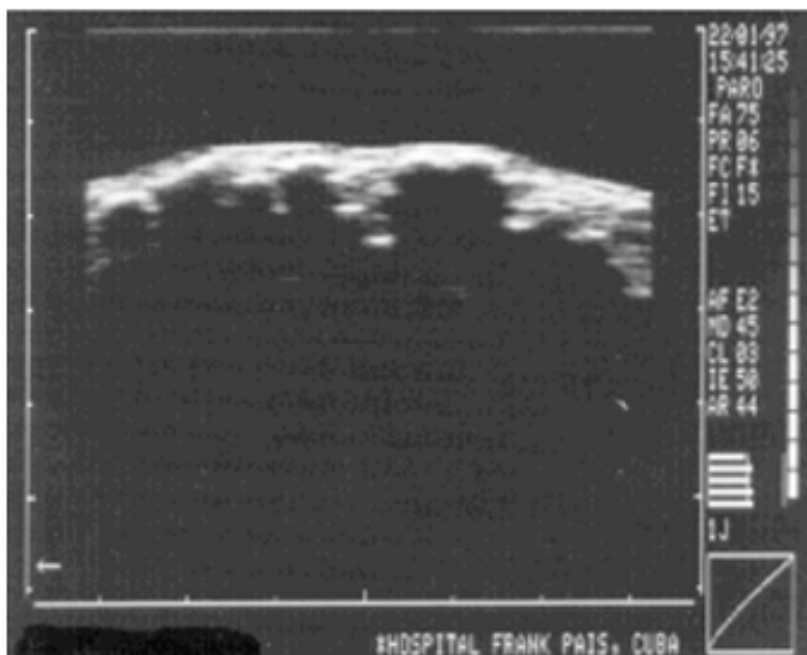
Caso 4. Ultrasonido diagnóstico de la región anterior de la pierna derecha.
